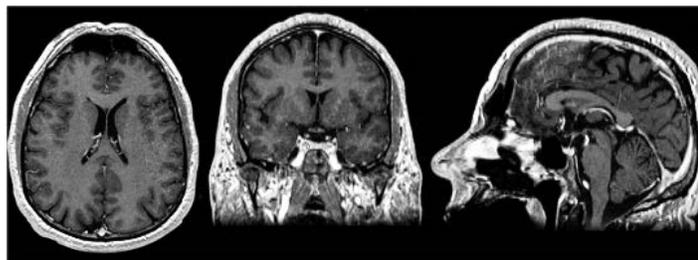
Plan axial, coronal et sagittal (de gauche à droite) sur une acquisition en IRM-T1
